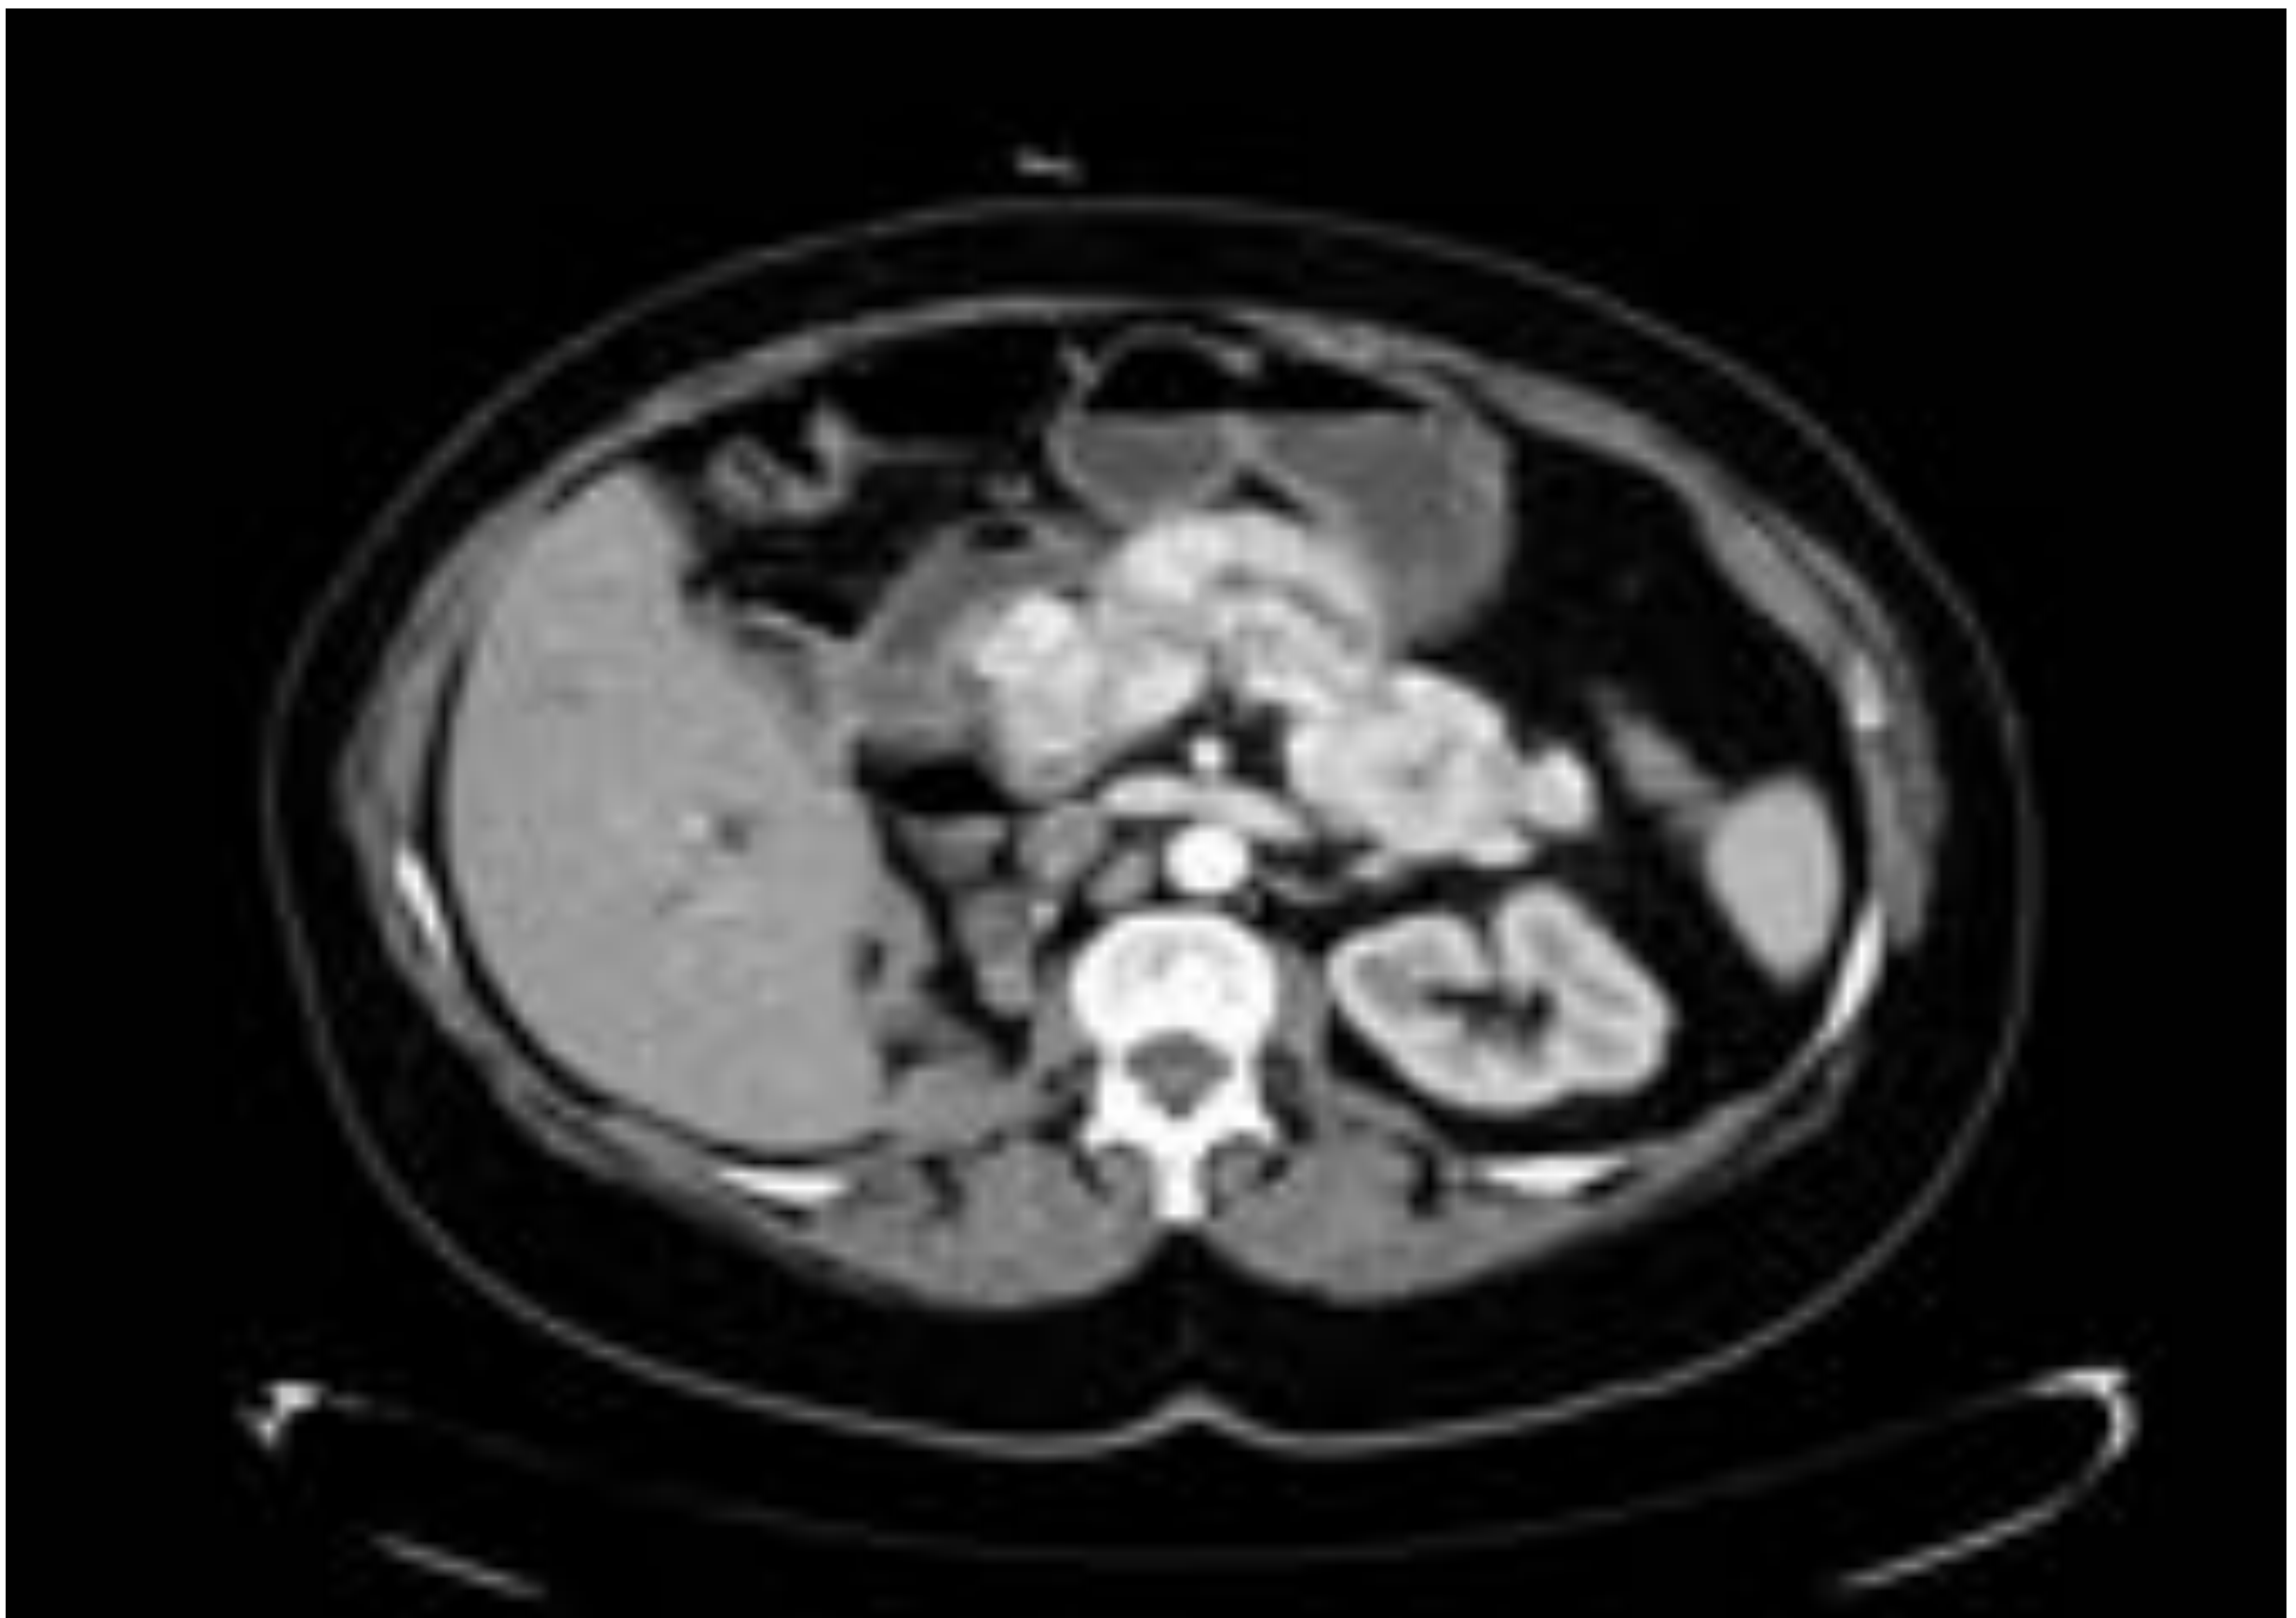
Metástasis pancreática en otro paciente con nefrectomía derecha por CCR hace 20 años. CT con CIV en fase arterial en el que se objetivan lesiones heterogéneas en el parénquima pancreático.
